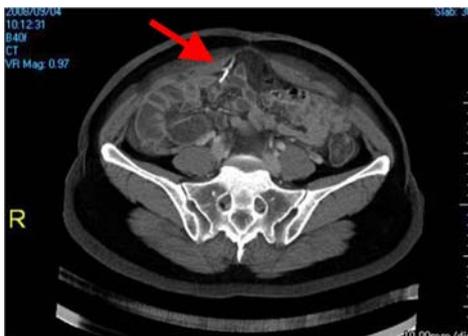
CT scan of pelvis showing IUD migrated to RLQ area.
